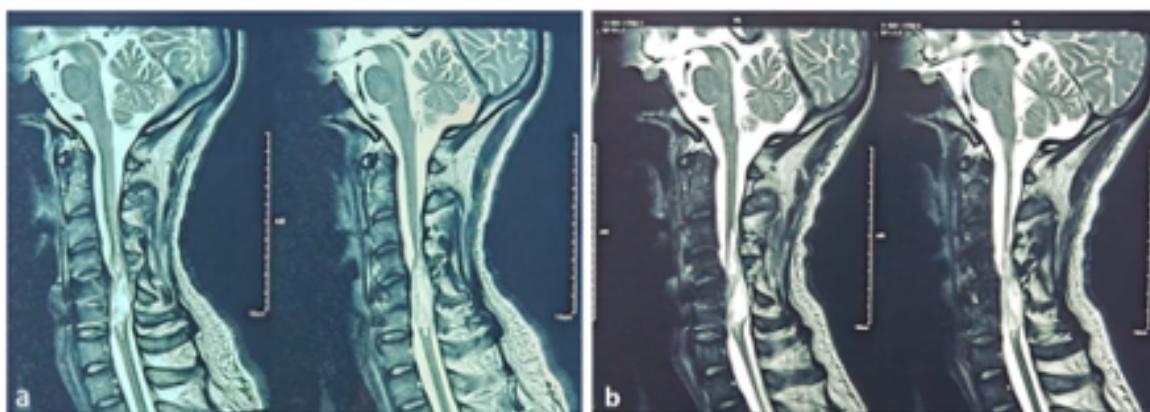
RMN columna cervical en secuencia T2 sagitales. 3a julio-2025 y 3b octubre-2025. La imagen a, corresponde a la RMN que se tomó basalmente antes del tratamiento y la b, 4 meses posterior al tratamiento. Fuente: Autores (2025)
